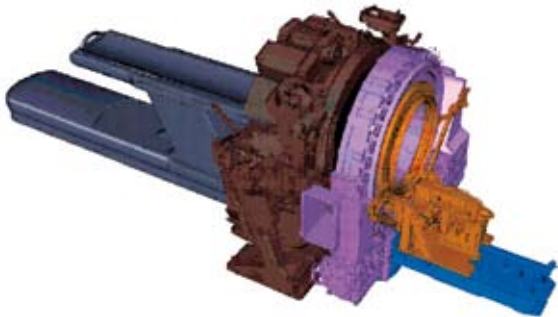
Sistema integrado PET-TC, mostrando as duas componentes.
